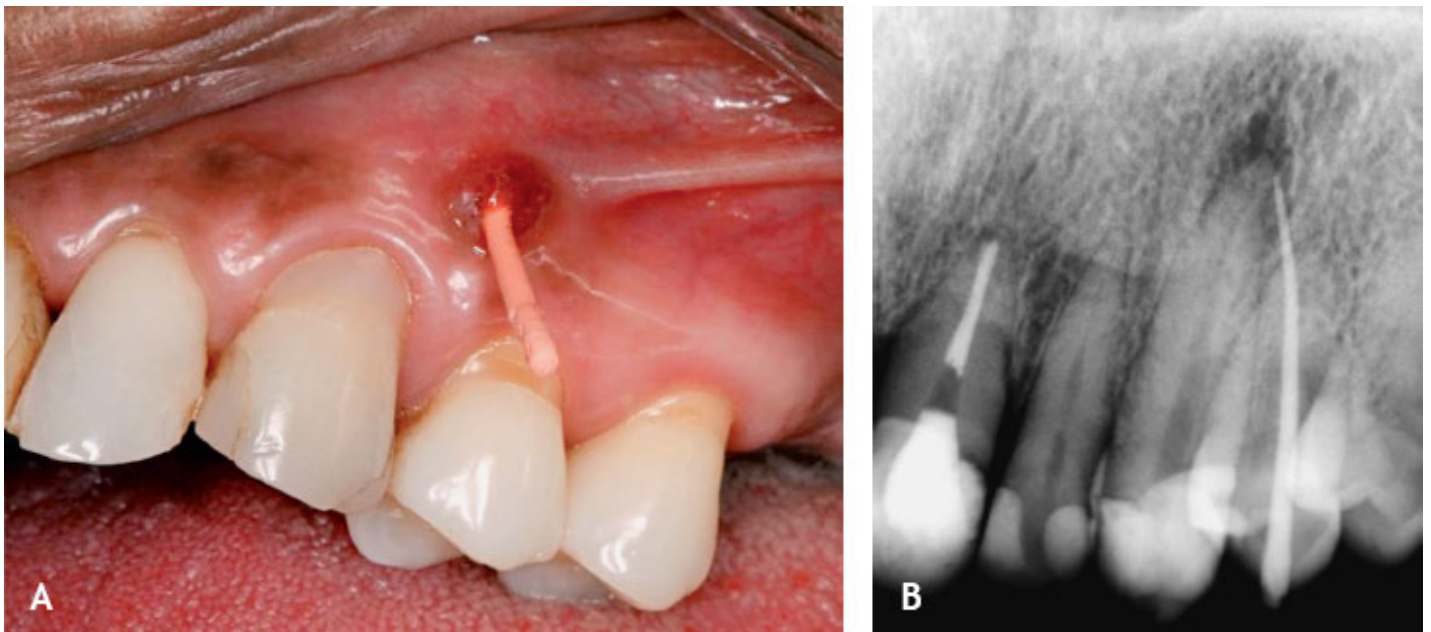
A. Aspecto clínico de um rastreamento de fístula. B. Radiografia do rastreamento da fístula com cone de guta-percha indicando envolvimento de lesão periapical no dente 23.
